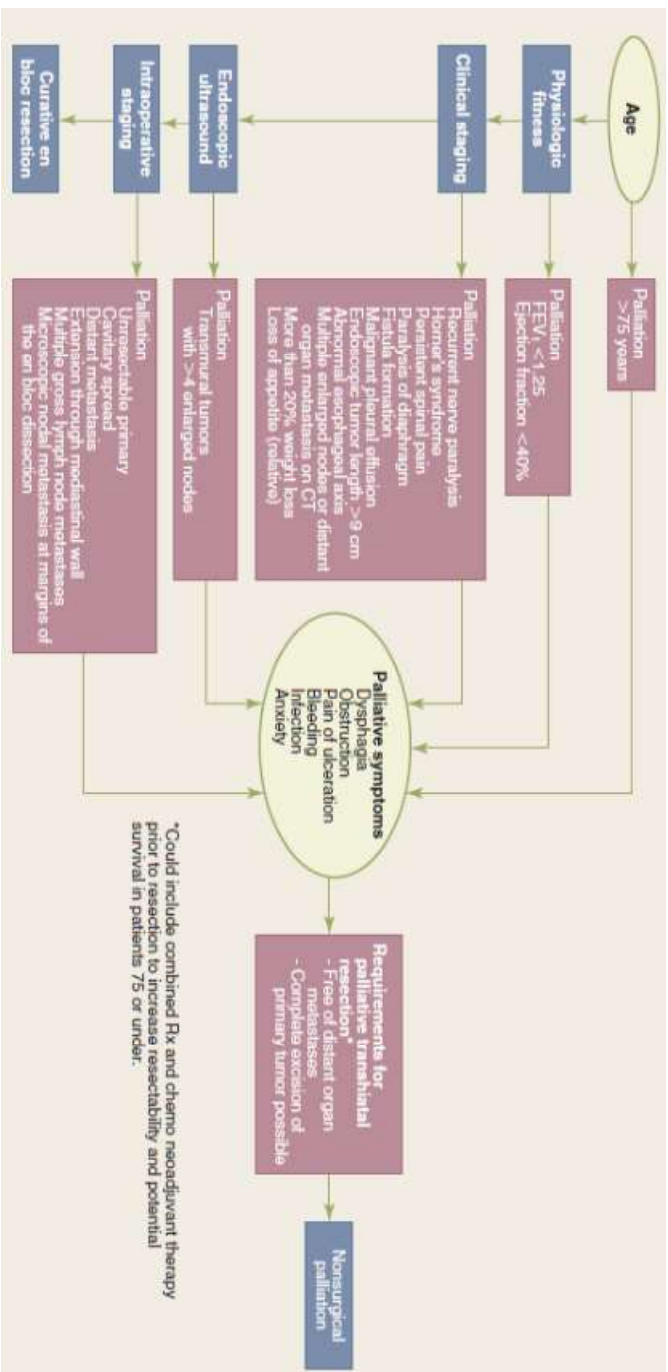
Algorithm for the evaluation of esophageal cancer patients to select the proper therapy: curative en bloc resection, palliative transhiatal resection, or nonsurgical palliation. CT = computed tomography; FEV1 = forced expiratory volume in 1 second. (Reproduced with permission from DeMeester TR: Esophageal carcinoma: Current controversies. Sem Surg Oncol. 13:217, 1997.)
